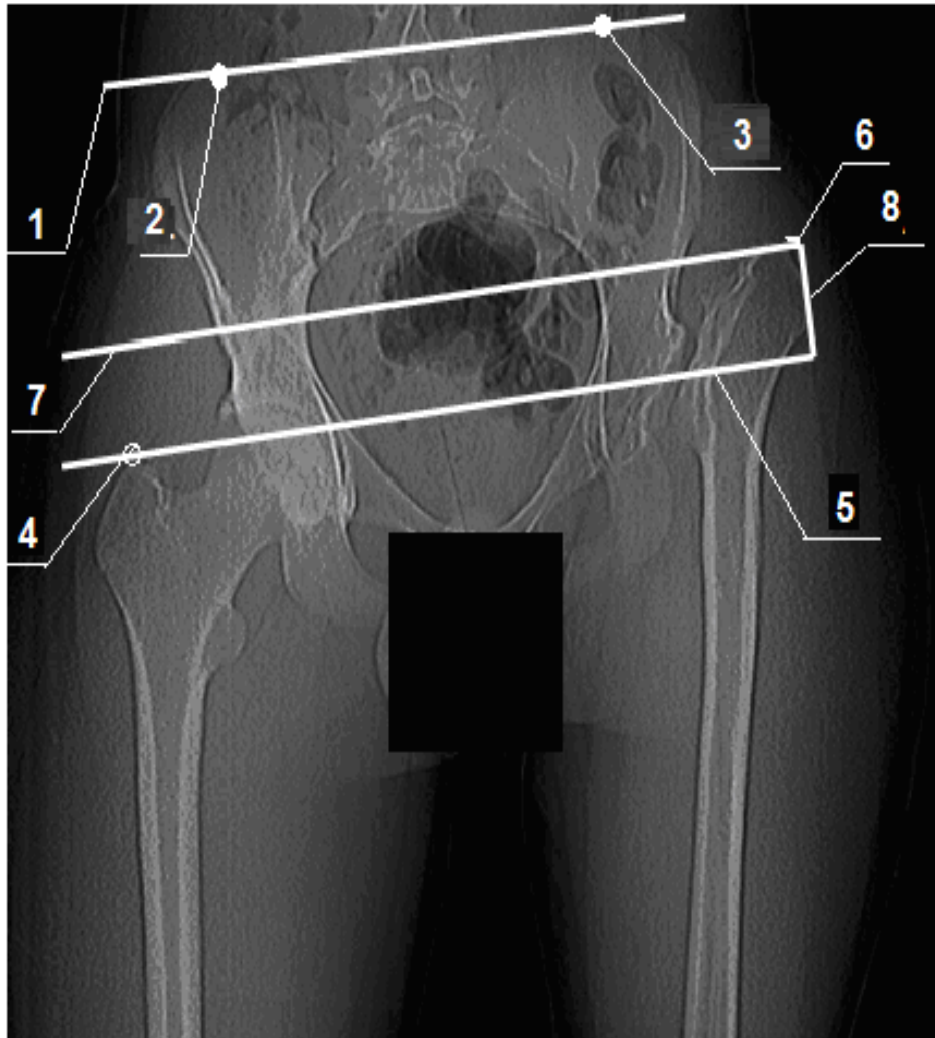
Рентгенограмма тазобедренных суставов в прямой проекции пациента Т., 17 лет. Диагноз: последствия острого гематогенного остеомиелита в виде патологического вывиха тип IVb по Choi, левосторонний коксартроз III стадии: 1 – линия, проведенная на уровне высших точек гребней подвздошных костей; 2 и 3 – высшие точки гребней подвздошных костей; 4 – вершина большого вертела неизменной бедренной кости; 5 – линия, проведенная через вершину большого вертела неизменной бедренной кости; 6 – вершина большого вертела измененной бедренной кости; 7 – линия, проведенная через вершину большого вертела измененной бедренной кости; 8 – величина смещения большого вертела при его низведении во фронтальной плоскости
